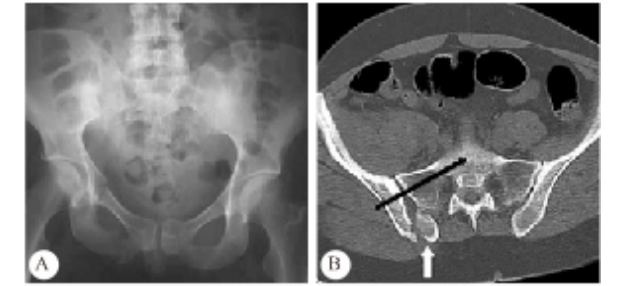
ⅢC 型骨折脱位术前骨盆正位 X 线(A)和骨盆 CT(B)
